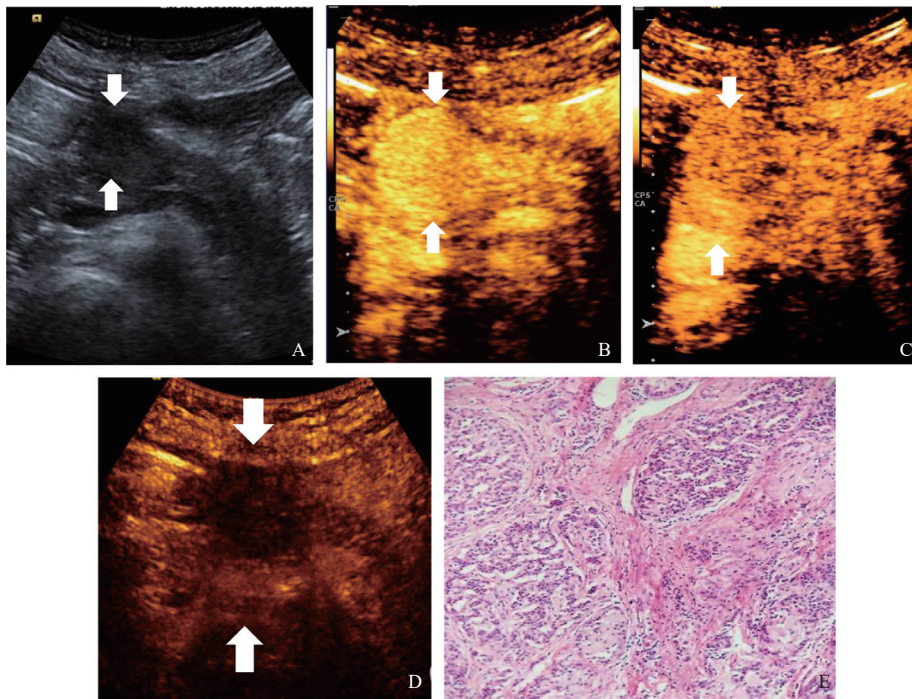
典型病例2 (胰体部NET G2) 的超声表现
